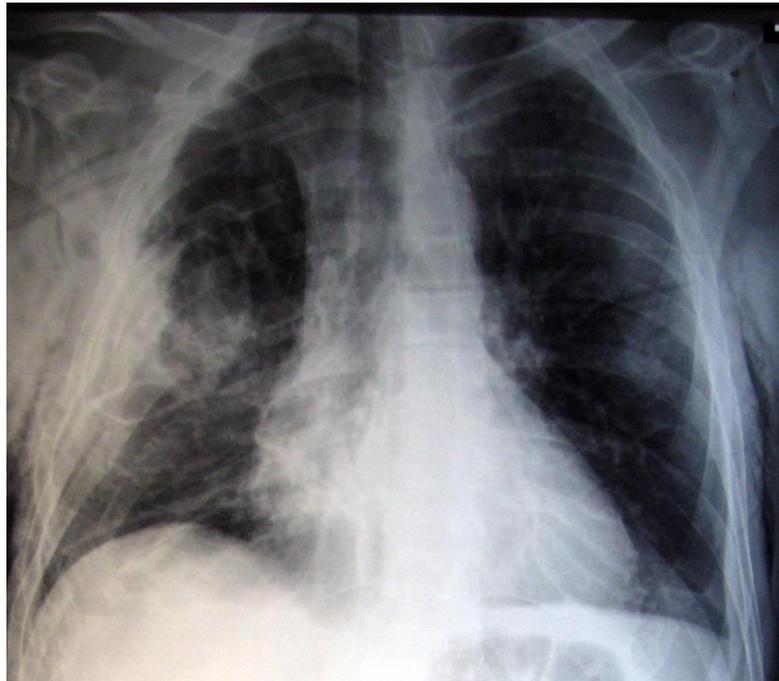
Рентгенограмма грудной клетки (прямая проекция) пациента М., 57 лет, история болезни № 2363041. Множественные переломы ребер справа, ушиб правого легкого, подкожная эмфизема.
